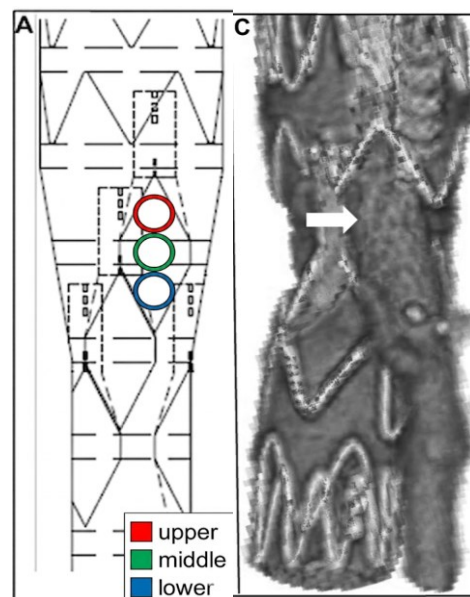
Posizione degli osti degli inner-branches correttamente allineati, in posizione superiore, media o inferiore rispetto alla diagonale minore del “diamante” creatosi, e ricostruzione 3D dalla CTA post-operatoria.(73)
